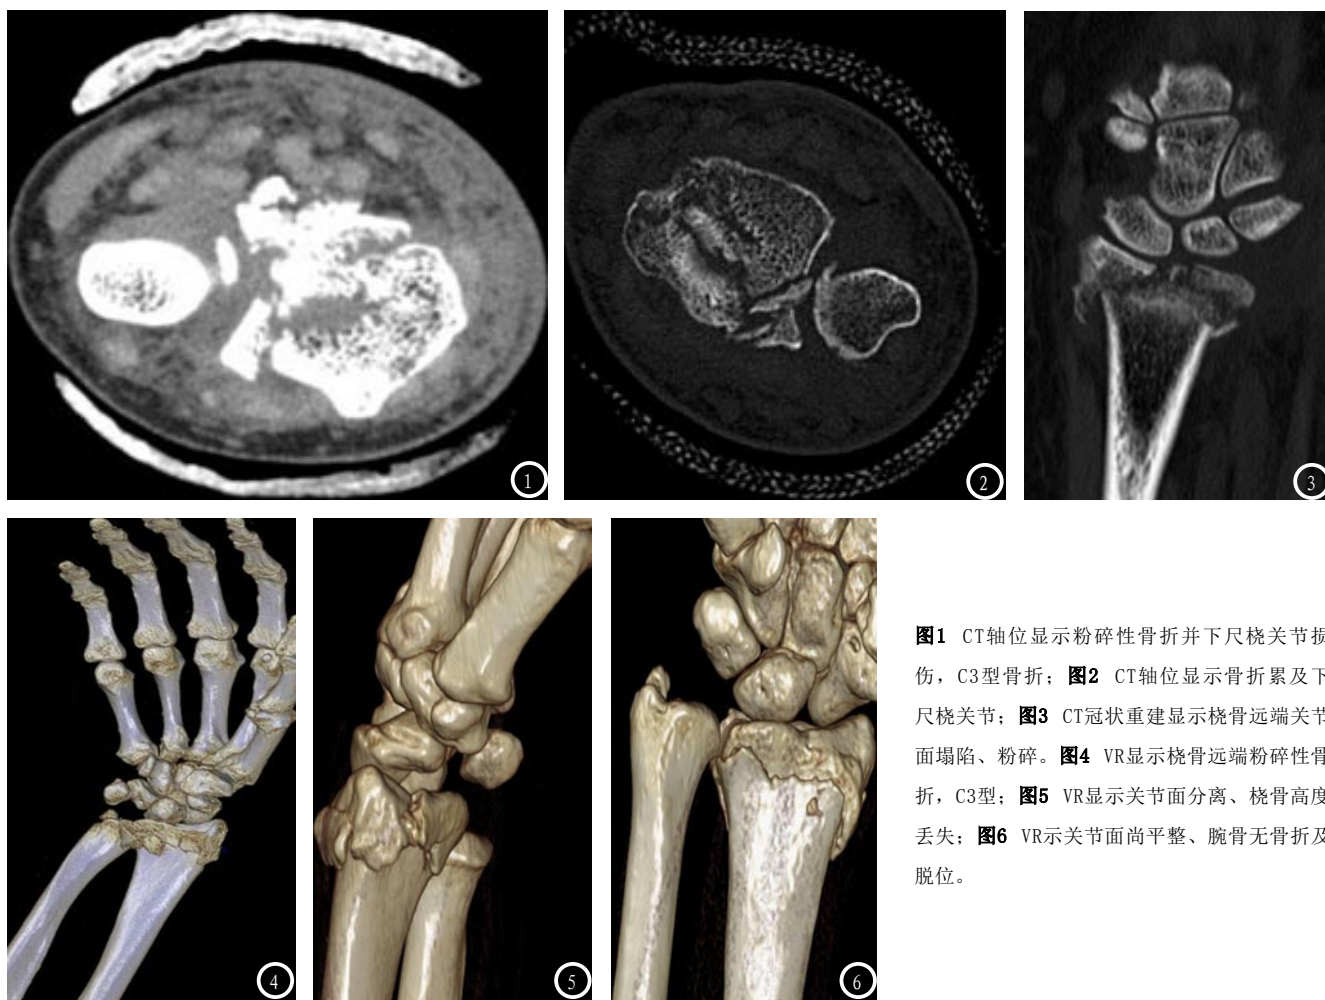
CT轴位显示粉碎性骨折并下尺桡关节损伤,C3型骨折;图2 CT轴位显示骨折累及下尺桡关节;图3 CT冠状重建显示桡骨远端关节面塌陷、粉碎。图4 VR显示桡骨远端粉碎性骨折,C3型;图5 VR显示关节面分离、桡骨高度丢失;图6 VR示关节面尚平整、腕骨无骨折及脱位。
